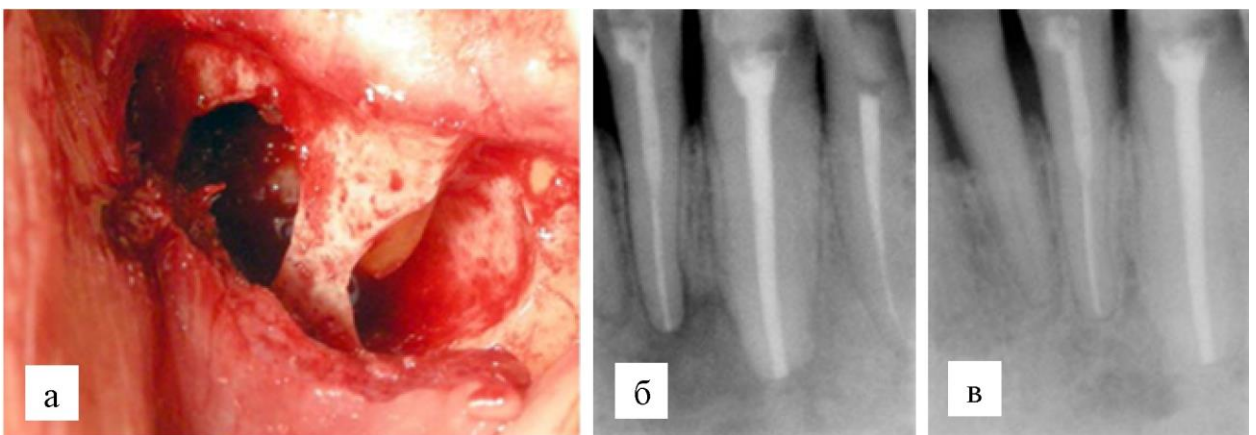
Радикулярная киста нижней челюсти у пациента основной группы: а) вид костного дефекта после удаления кисты; б) через 6 мес. – костный изъян заполнен регенератом пониженной рентгенологической плотности; в) через 12 мес. – уплотнение костного регенерата, формирование трабекулярной структуры
